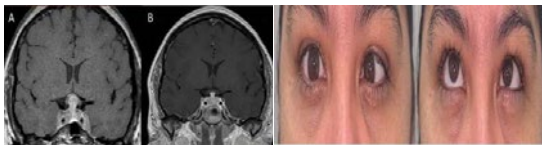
Un mes después de tratamiento, remisión de parálisis del sexto nervio craneal en ojo derecho y mejoría en la agudeza visual. A) y B) imágenes de resonancia magnética (RMN) de la hipófisis y el tallo infundibular, mostrando engrosamiento y alteraciones de la señal, consistentes con la enfermedad descrita. C) y D) imágenes de resonancia magnética (RMN) de la hipófisis y el tallo infundibular, mostrando remisión de parálisis del sexto nervio craneal en ojo derecho y mejoría en la agudeza visual.
